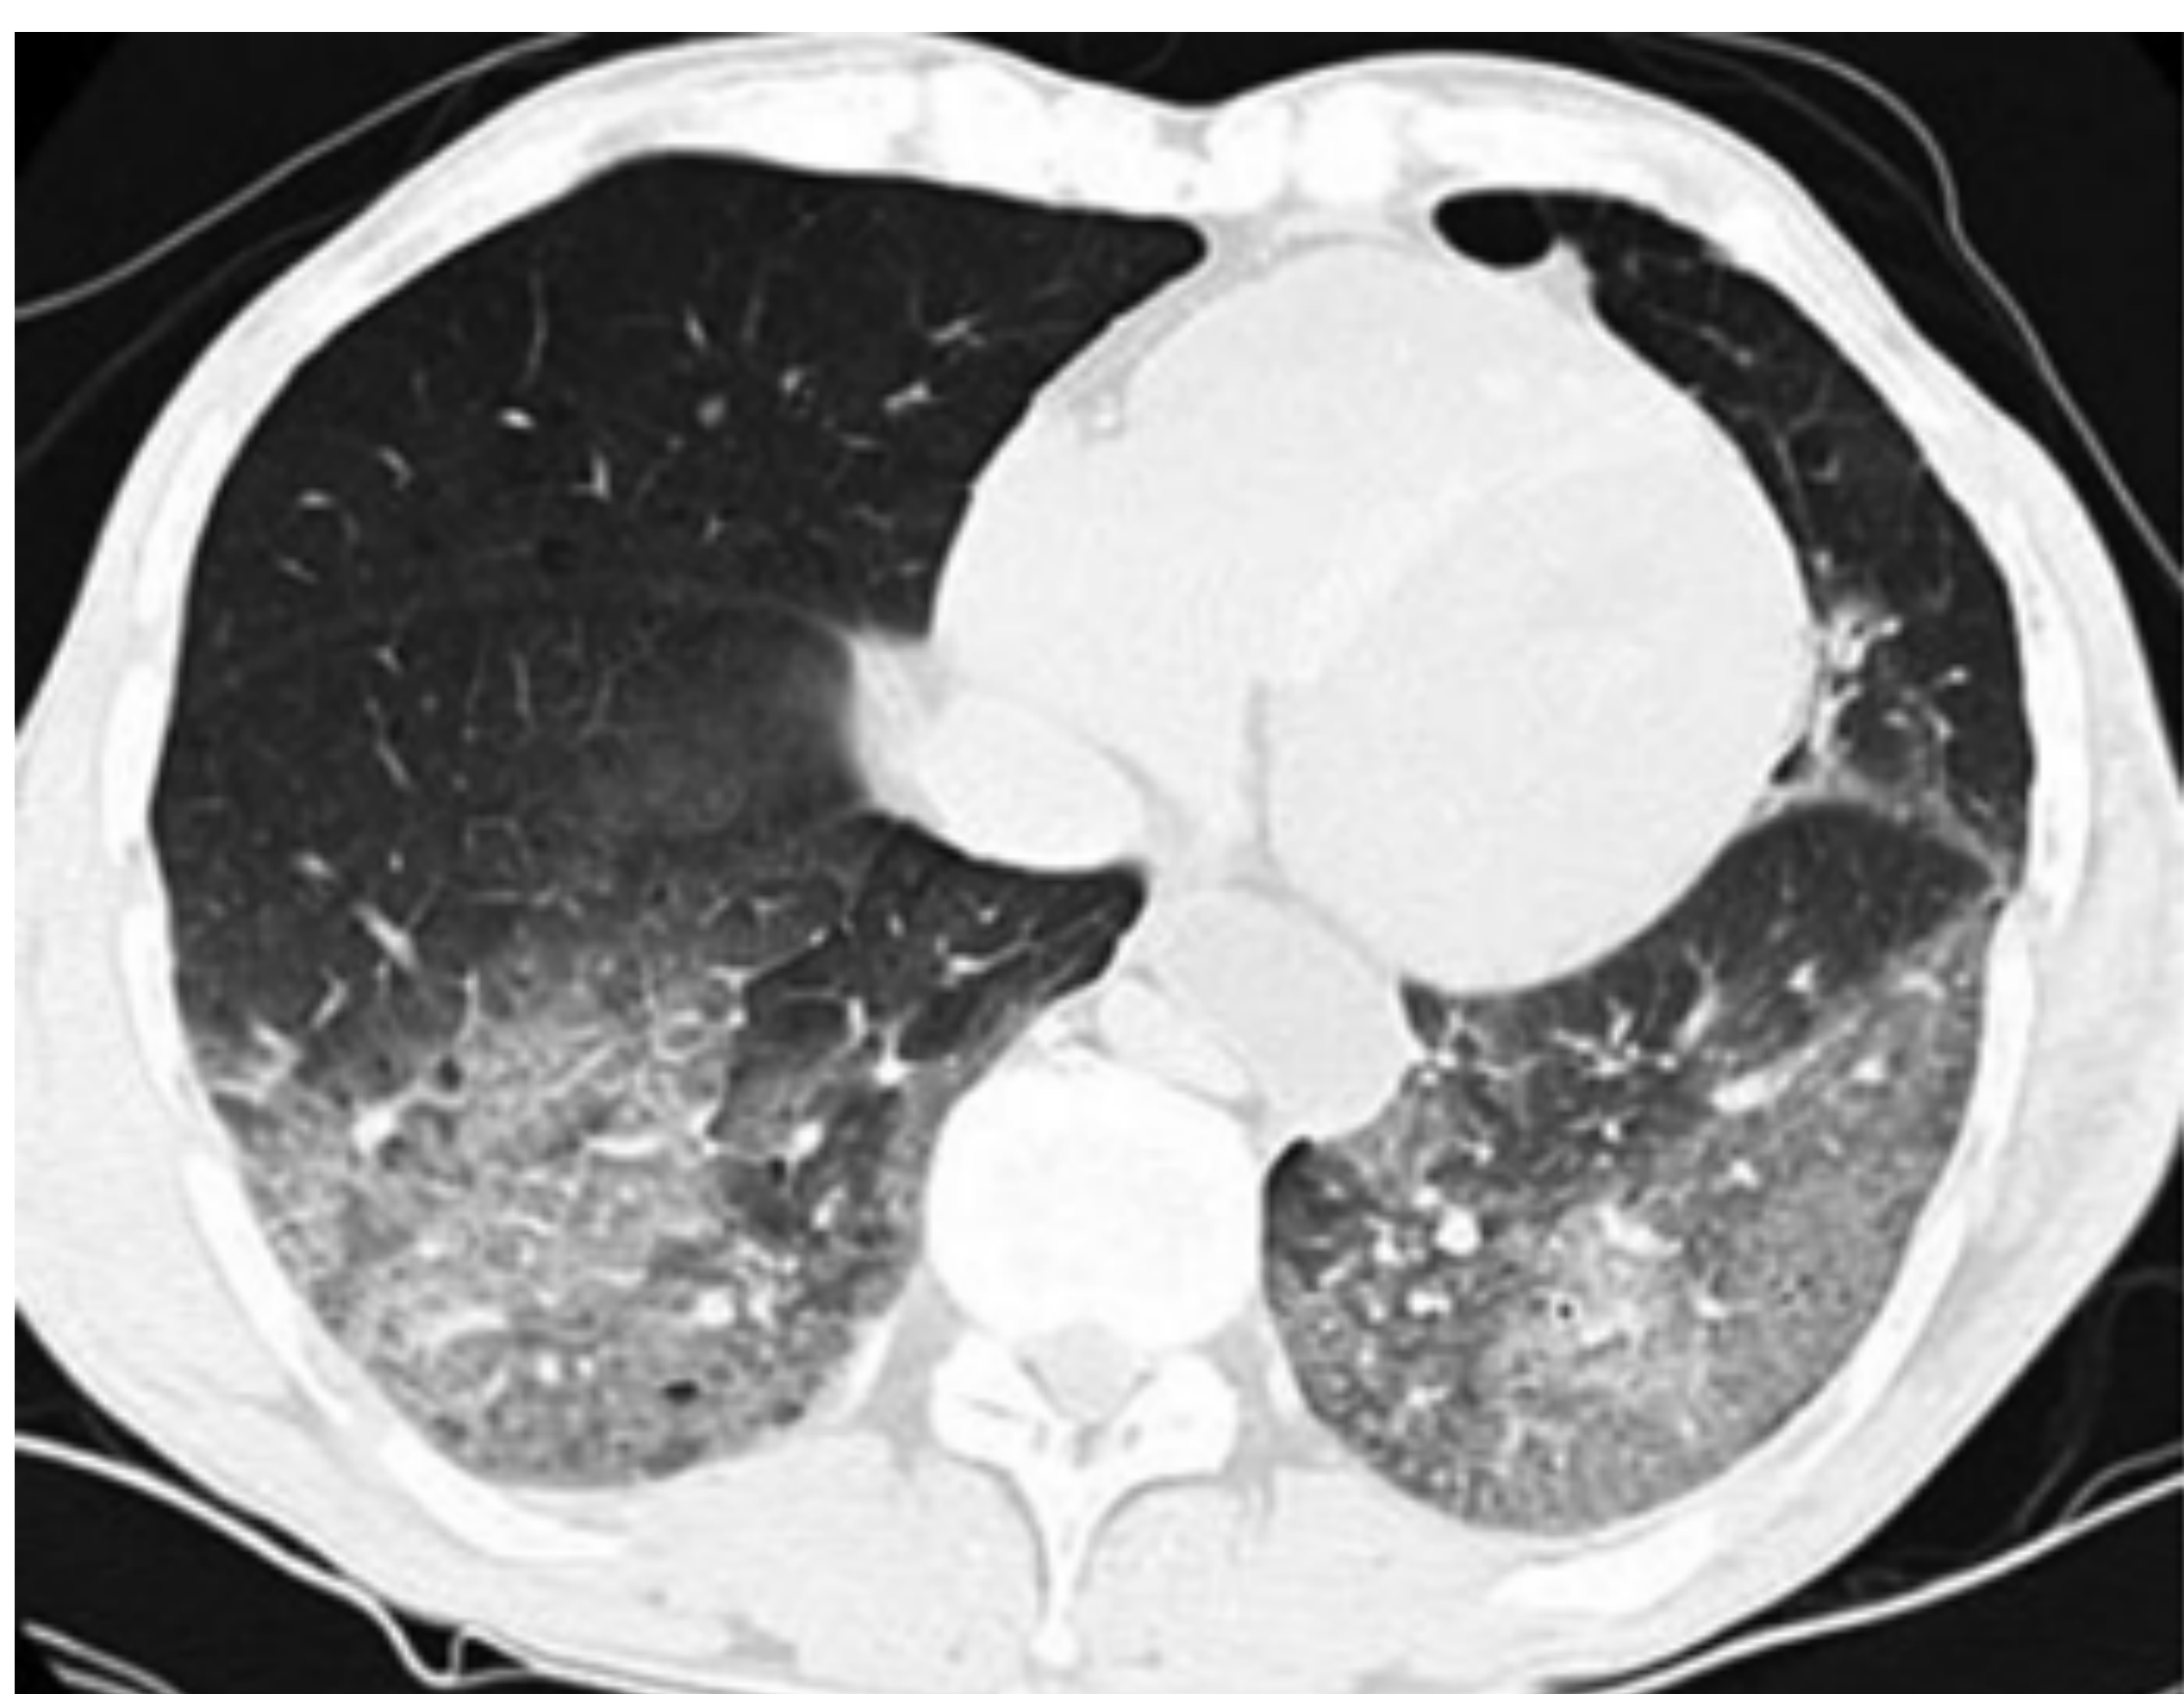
Referencia: Filograna, L., & Thali, M. J. (2017). *Post-mortem CT imaging of the lungs: pathological versus non-pathological findings. La Radiologia Medica, 122(12), 902–908.*
